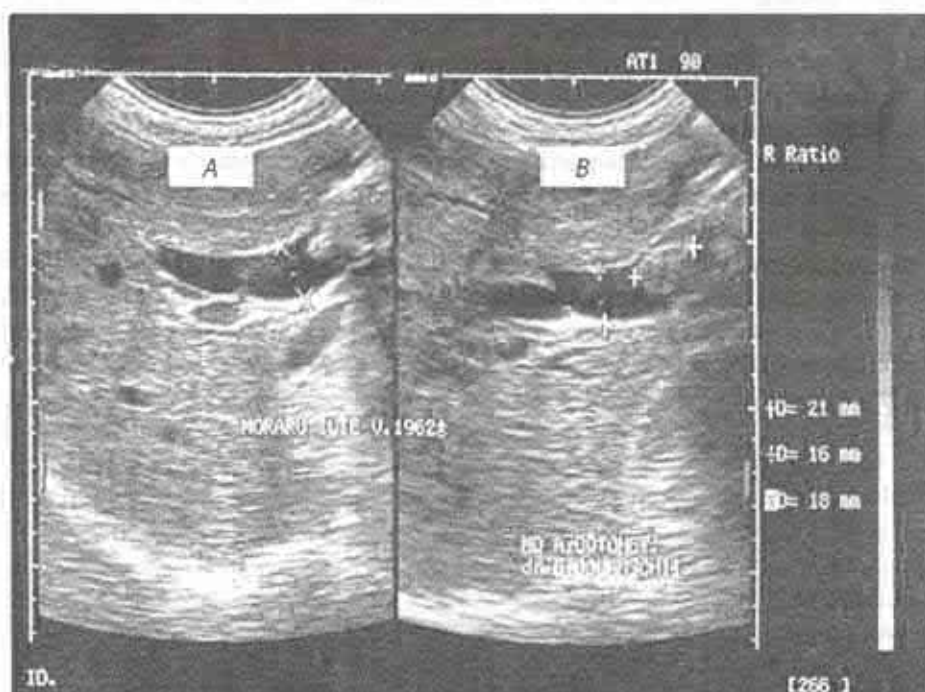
Imagine ultrasonografică: A – megacoledoc, CBP = 21 mm; B – coledocolitiază, calcul = 16 mm (caz clinic propriu).
